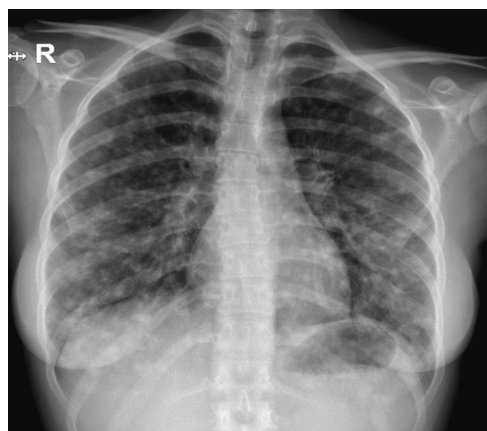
Radiografía torácica al ingreso del caso 1.
